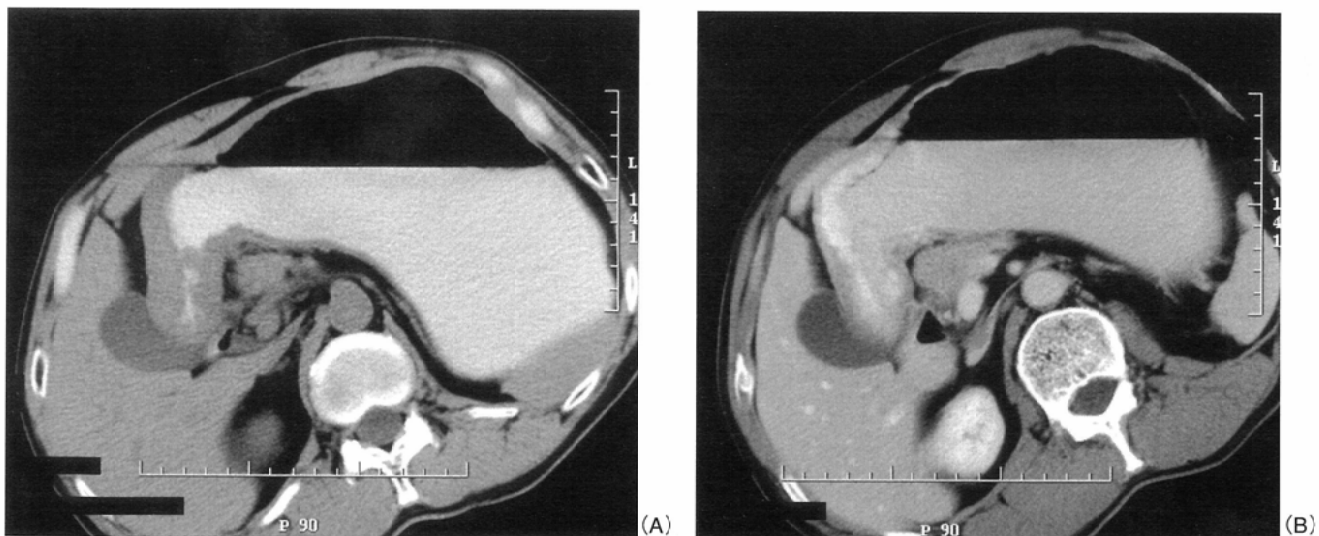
Axial CT image of a 71-year-old woman with advanced gastric cancer (T₃: SE) at gastric antrum obtained with 400ml of orally administered 5.0% iodinated contrast medium.
